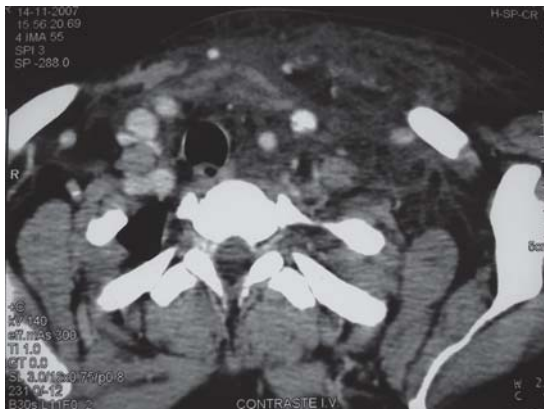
TC cervical, corte transversal: Edema compromete todo el mediastino anterosuperior.
